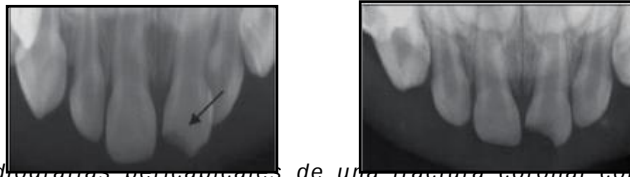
Radiografías pericápicas de una fractura coronal complicada de un incisivo central primario. Tomado de: Kupietzky A y cols 2003.
